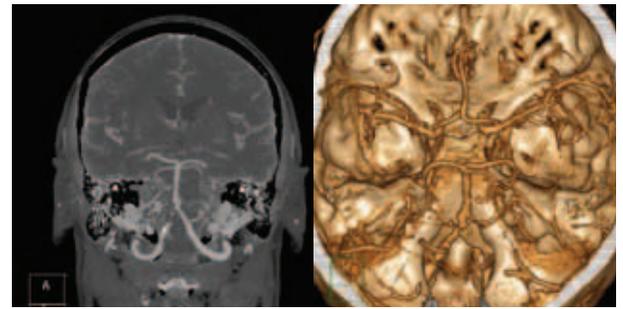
Компьютерная томографическая ангиография интракраниальных артерий: окклюзия правой позвоночной артерии на интракраниальном уровне (MIP- и 3D-изображения)
